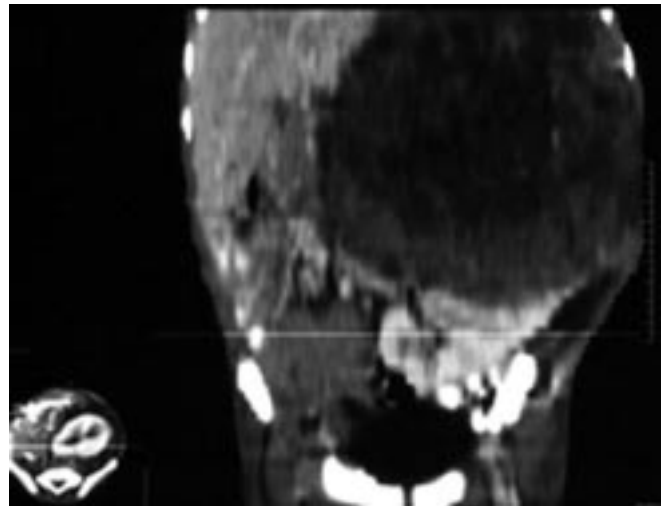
Néphroblastome. TDM après injection. Reconstruction frontale.
